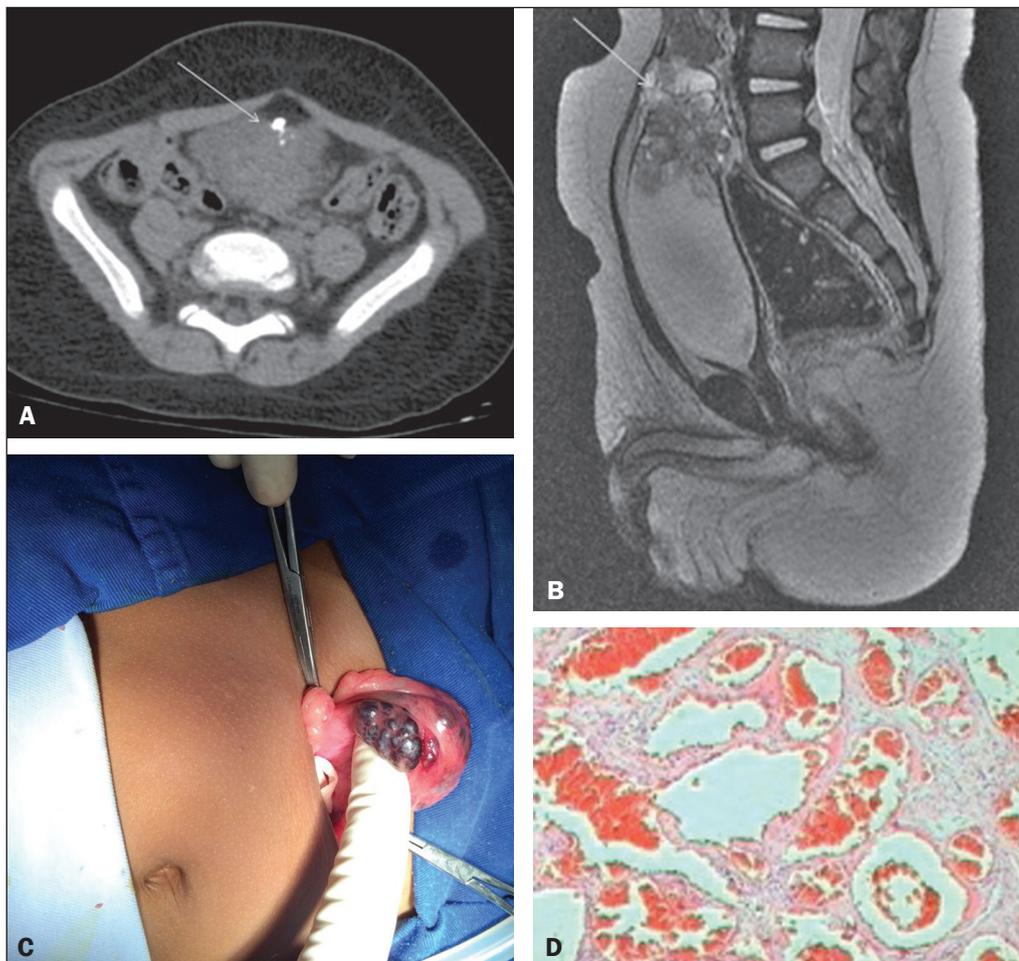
A: Imagem axial de tomografia computadorizada de abdome mostrando lesão vesical expansiva sólido-cística com componente vegetante, parcialmente delimitada, contornos lobulados, apresentando pequena calcificação focal de permeio e realce pelo meio de contraste do componente sólido, com epicentro no teto vesical. B: Imagem de reformatação sagital em sequência ponderada em T2 de ressonância magnética de abdome demonstrando formação expansiva com sinal intermediário em T1, sinal heterogêneo com predomínio de hipersinal em T2 e intenso realce lesional pelo meio de contraste. C: Cistectomia parcial mostrando lesão tumoral. D: Histopatológico demonstrando lesão compatível com hemangioma cavernoso.
